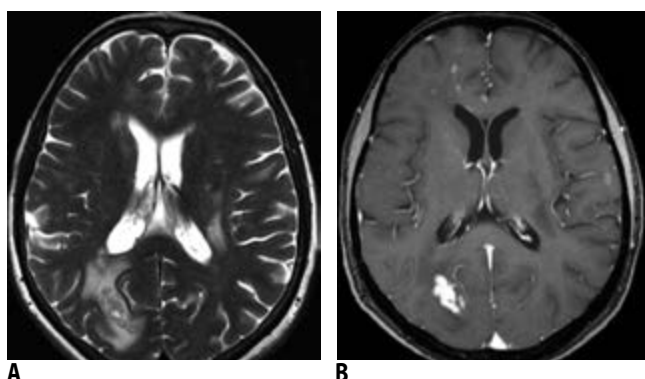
МРТ 16.09.2010. Появление новых очагов, в т.ч. сливных, в белом веществе, а также исчезновение ряда очагов; полукольцевое накопление контраста в новых очагах. Заключение: картина, характерная для рассеянного склероза с наличием активных и неактивных очагов, отрицательная динамика по степени выраженности генерализованной церебральной атрофии
